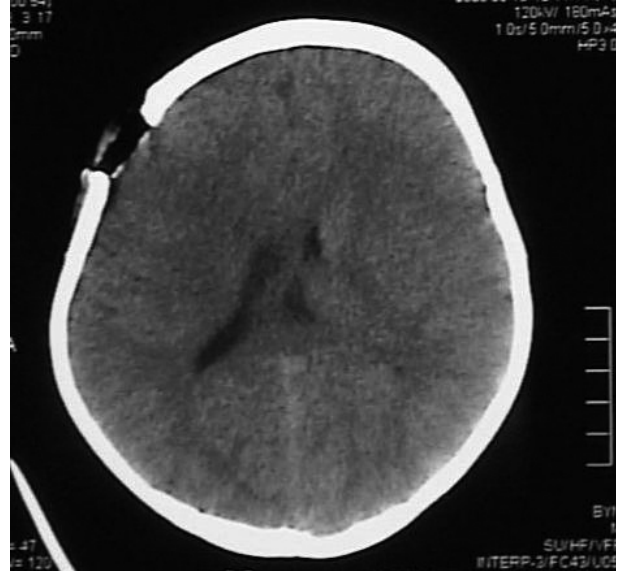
Vakamın pre-op bilgisayarlı tomografi kemik penceresi.
